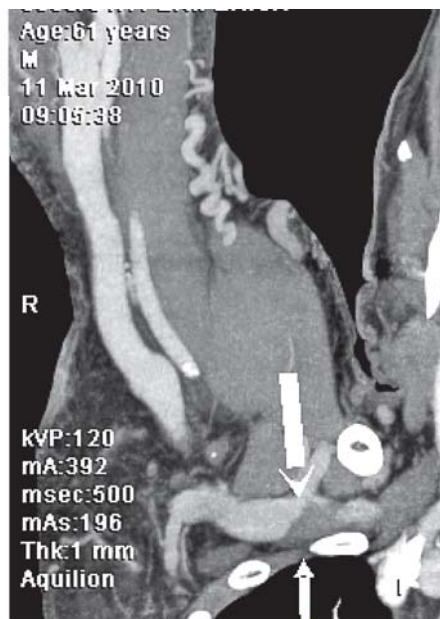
Stenoza centrală la nivel v.axilară – v.subclavia; angio-TC.
